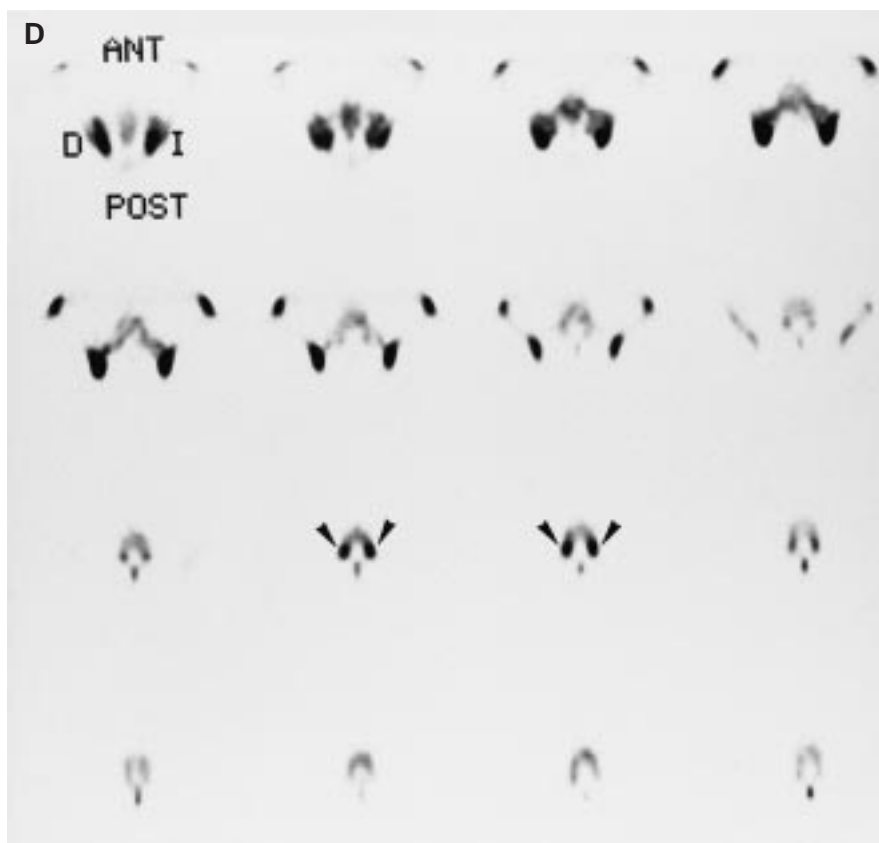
(Caso 4). Jugador de baloncesto de 16 años que presenta lumbalgia de 1 mes de evolución. A. Radiografía de columna lumbar en proyección lateral que muestra espondilolistesis L5-S1 grado I con espondilólisis bilateral de L5. La gammagrafía planar (B), muestra pequeñas imágenes activas en los márgenes externos de L4. La SPECT lumbar—cortes coronal, sagital y axial de L4 seleccionados (C) y cortes axiales de sacro a L3 (D)—, muestra hipercaptaciones focales del trazador en ambas áreas ístmicas de L4 compatibles con espondilólisis bilateral en L4 con actividad metabólica ósea aumentada, mientras que las áreas de espondilólisis de L5 visibles radiológicamente no son metabólicamente activas.
